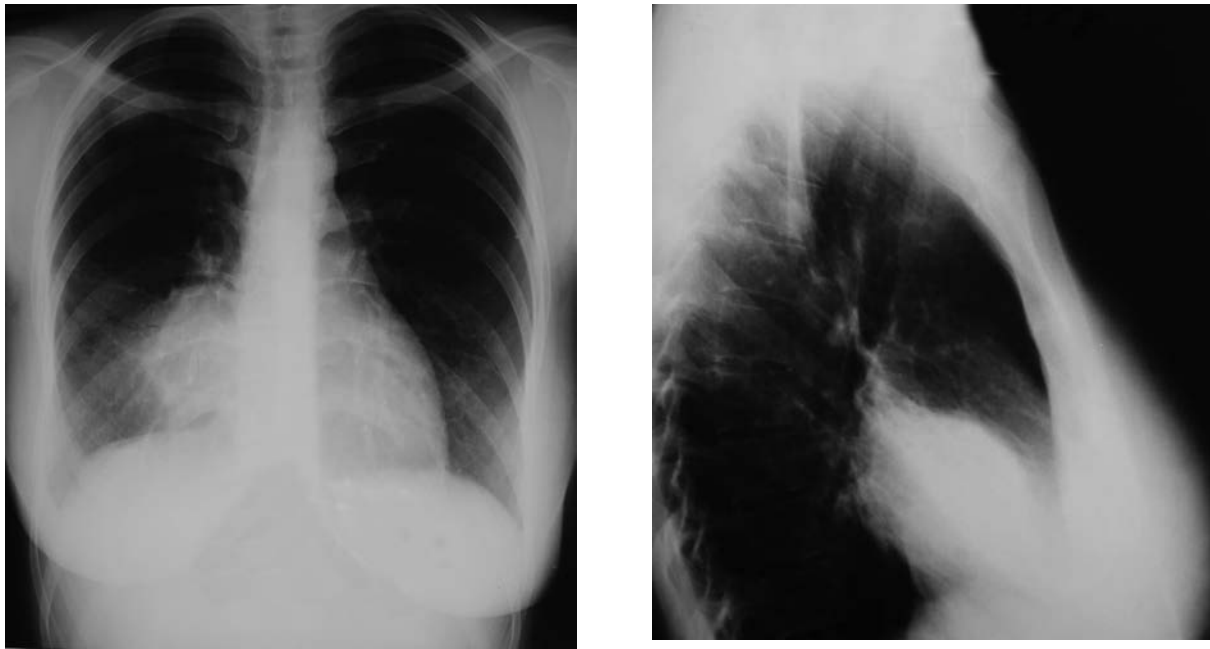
Radiografia toracelui.
